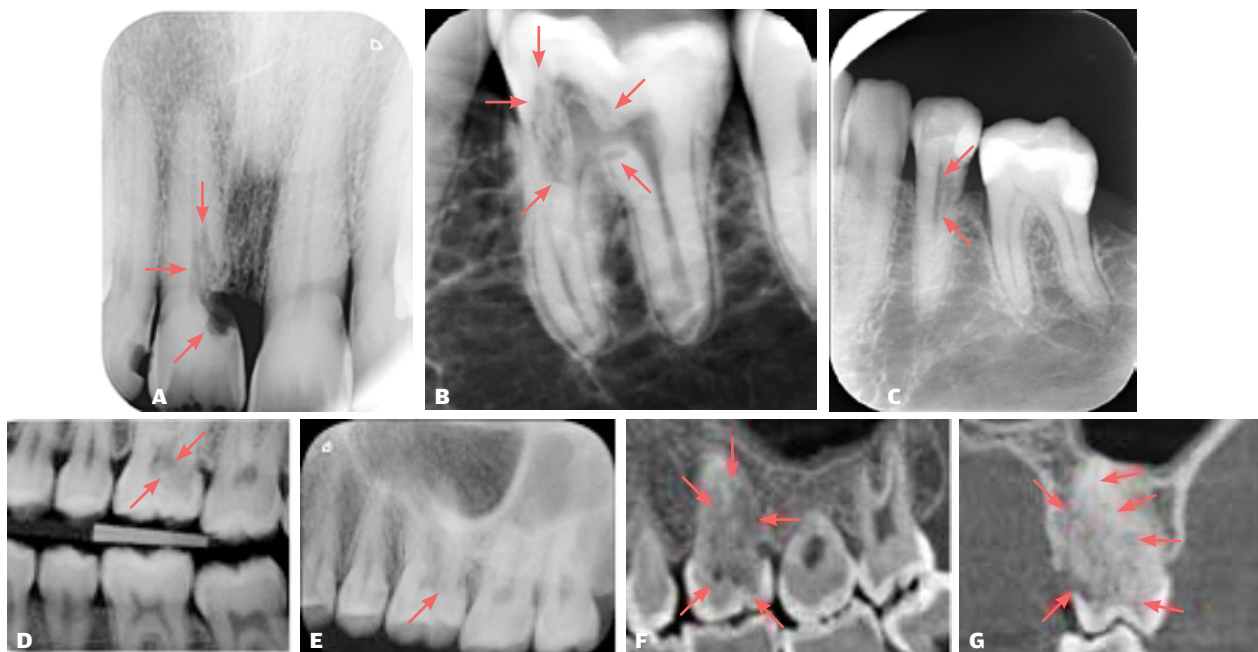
Eksempler på cervikale resorptioner. A: Cervikal resorption distalt i roden 11; B: Cervikal resorption i krone og rod i den mesiale del af 36; C: Cervikal resorption distalt i roden 35. Nederst en case hvor der er tegn på cervikal resorption distalt i 26 på 2D billeder, og hvor CBCT viser omfattende resorption i den palatinal rod. D: BW-optagelse; E: Periapikal optagelse; F: CBCT-snit i sagittalplanet og G: CBCT-snit i koronalplanet.
